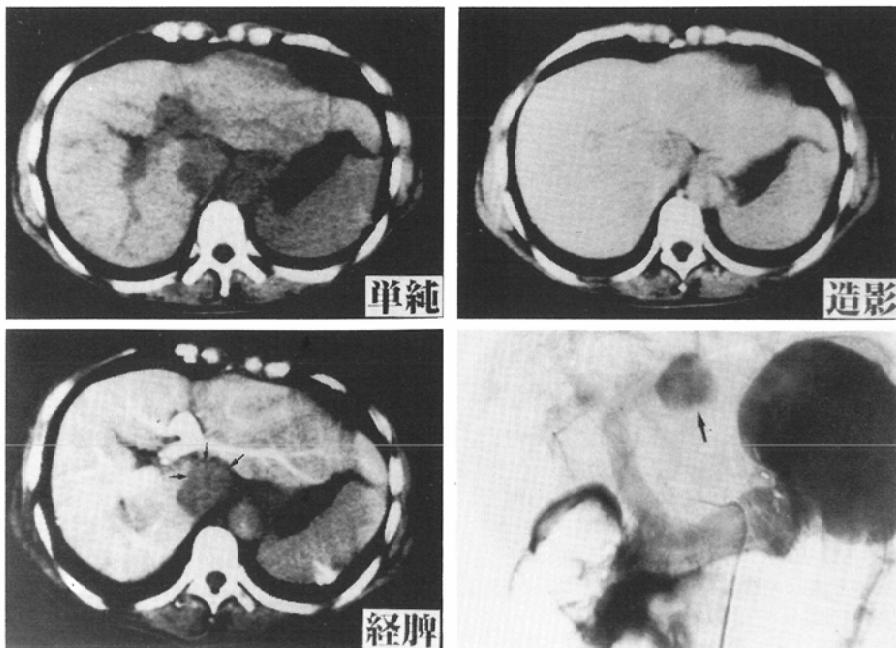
A localized mass in the caudate lobe. CT with portography showed direct contact with the IVC.
